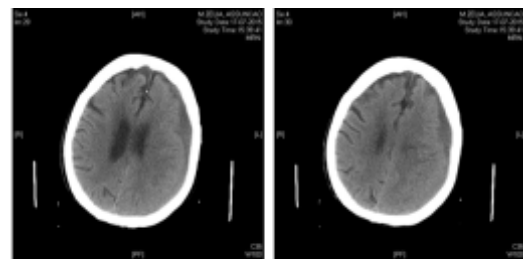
TAC-CE (17/07/2015). Hematoma subdural fronto-temporo-parietal esquerdo. Aumento da espessura em comparação com TAC-CE de dia 06/07, com evolução para cronicidade.
